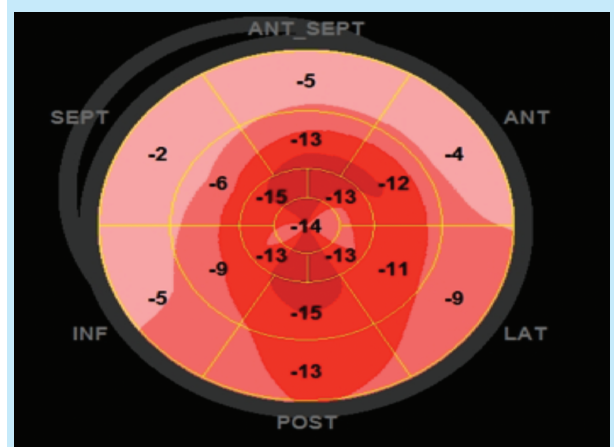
Echocardiographie strain bidimensionnel
